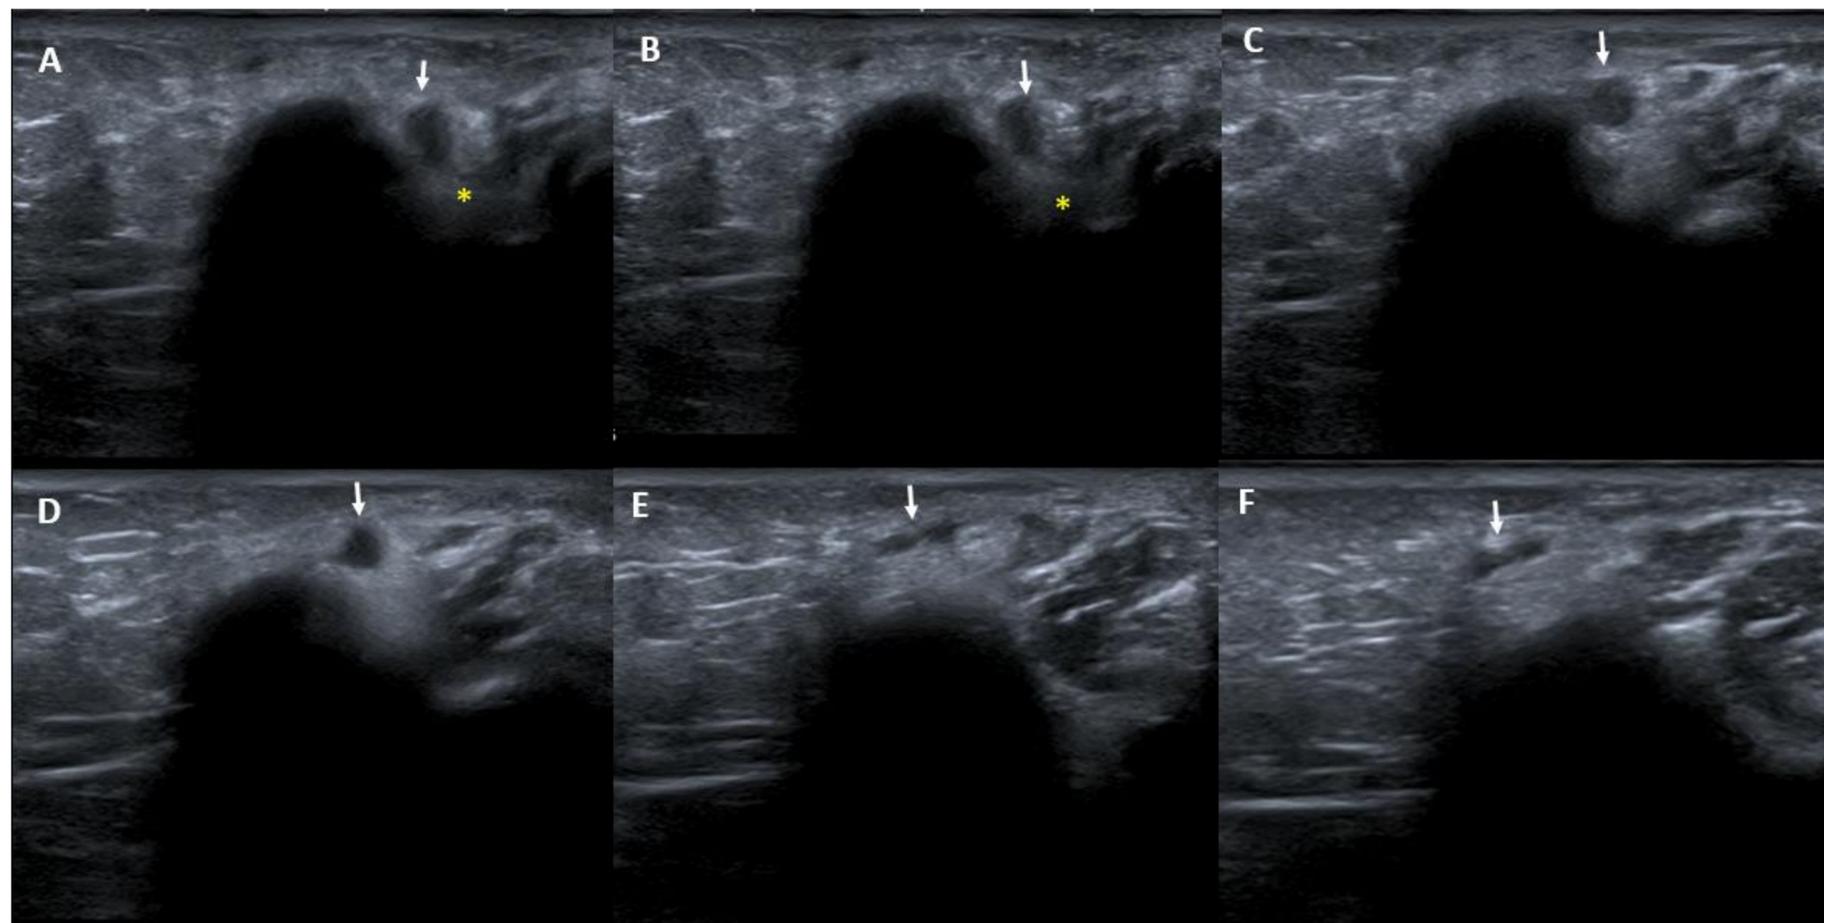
Luxación del nervio cubital. Ultrasonido dinámico de alta resolución.
